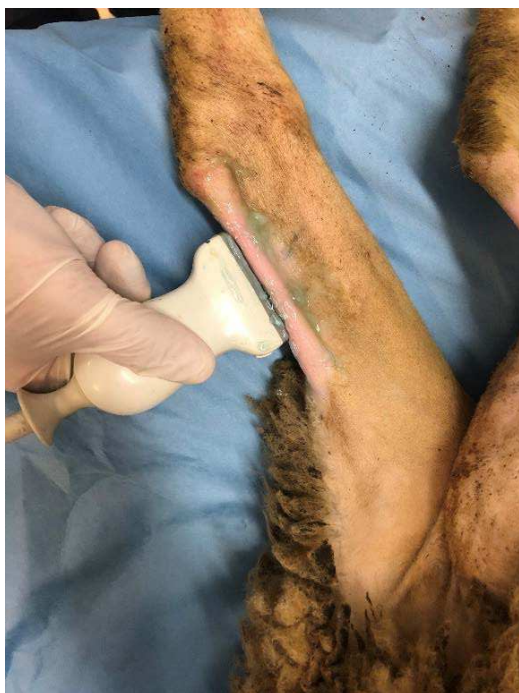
T_0 : controllo ecografico prima del trattamento con collagenasi
